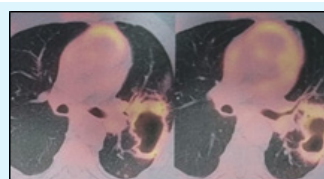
TEP-TDM mettant en évidence une masse excavée hyper-métabolique du lobe supérieur gauche.
